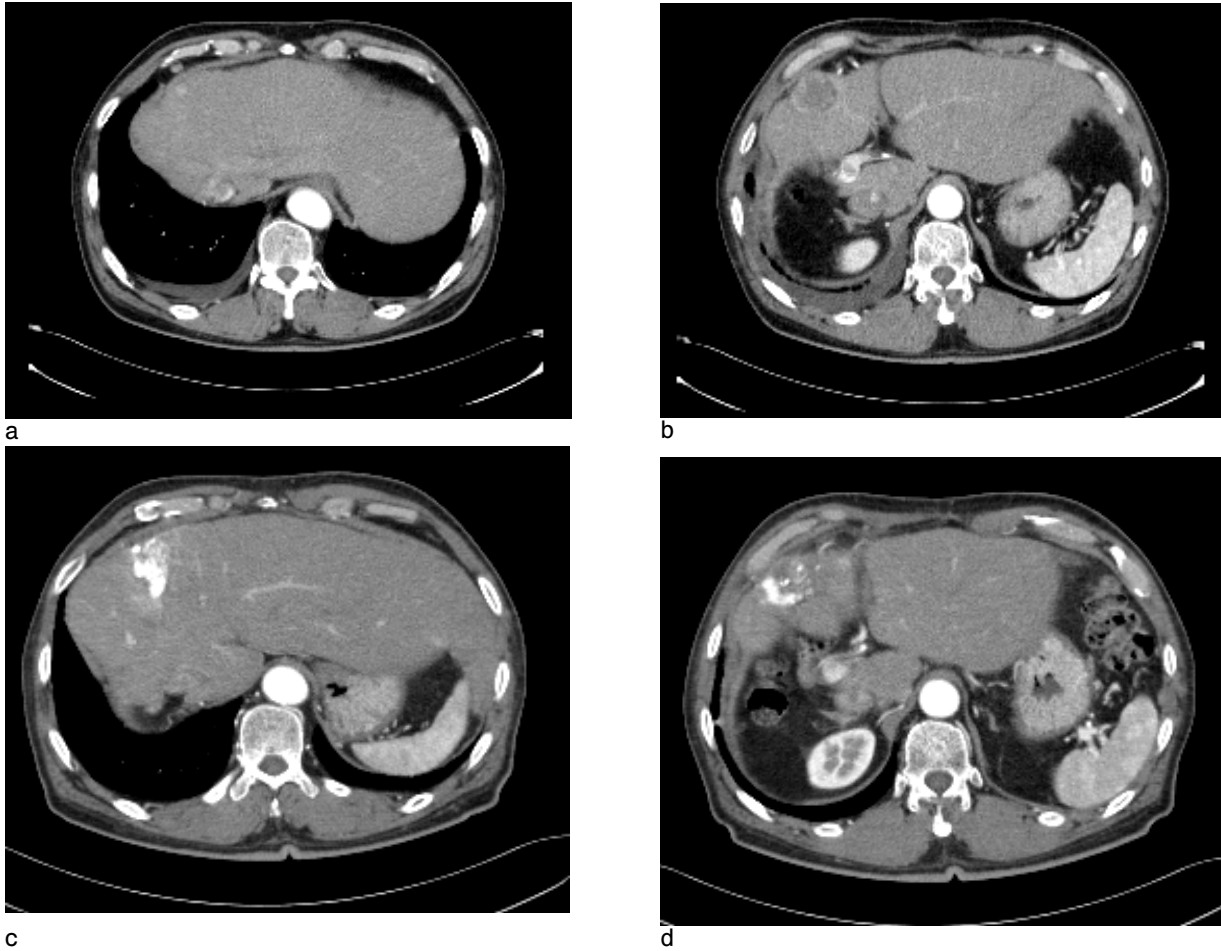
(a), (b) The previous holmium injected tumor was recurred and another new lesion in S4 was also detected on CT scan in September, 2005. (c), (d) TACE was performed.
